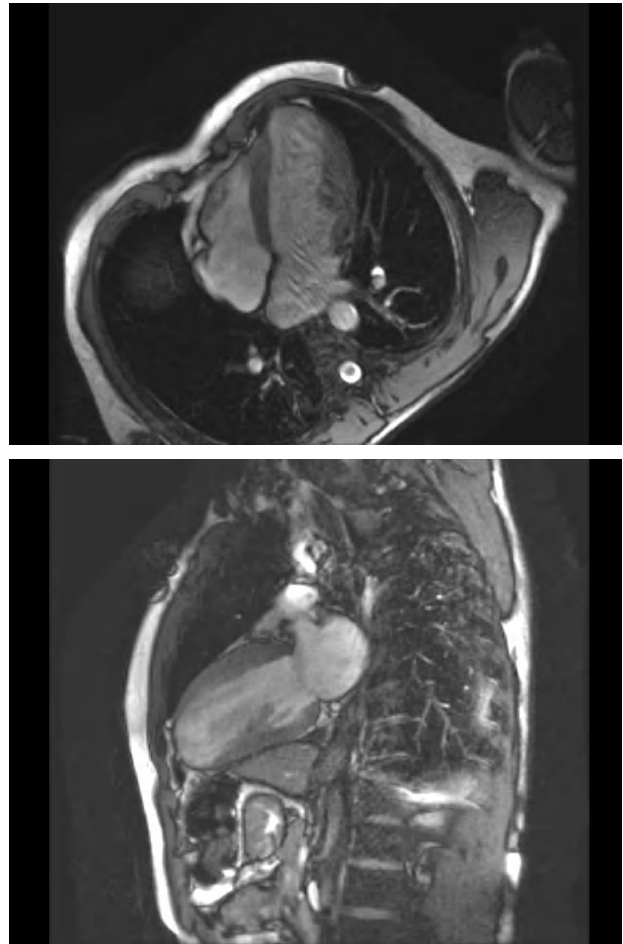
Imágenes de cardiorresonancia magnética que muestran adelgazamiento miocárdico del ápex ventricular.
